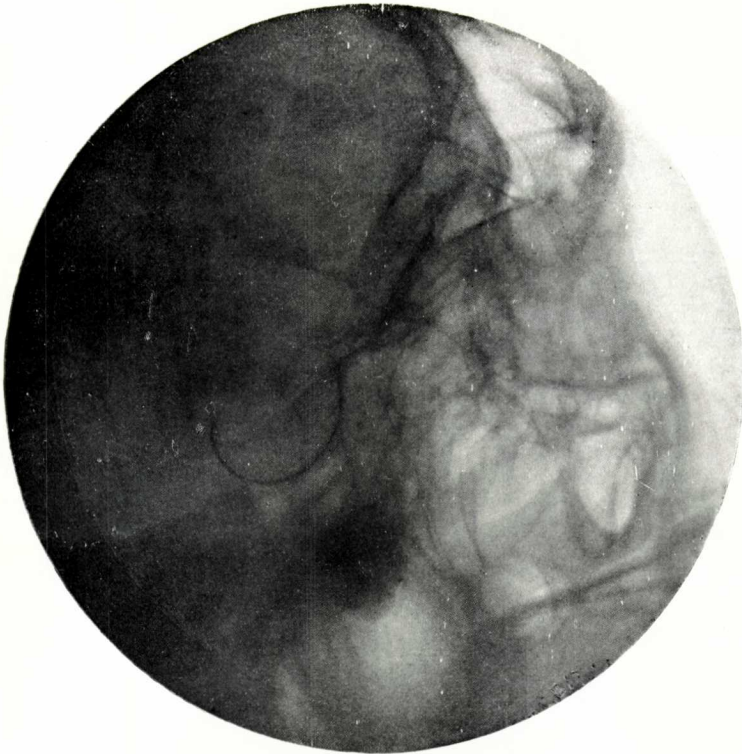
ª — Radiografia craneal del malalt de la fig. 2.ª En ella s'hi demostra palesament la facilitat de pendre i comprovar les mides clino-frontals i lo difícil, en canvi, de la espino-hipofissària
